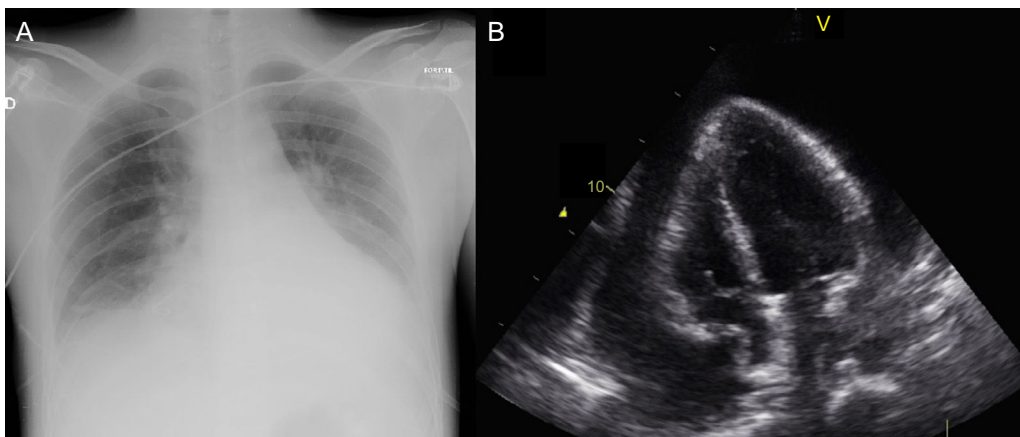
radiografía de tórax en la que se observa cardiomegalia global y derrame pleural bilateral. B: plano apical de 4 cámaras obtenido mediante ecocardiografía transtorácica que muestra derrame pericárdico grave con colapso diastólico de la aurícula derecha.
